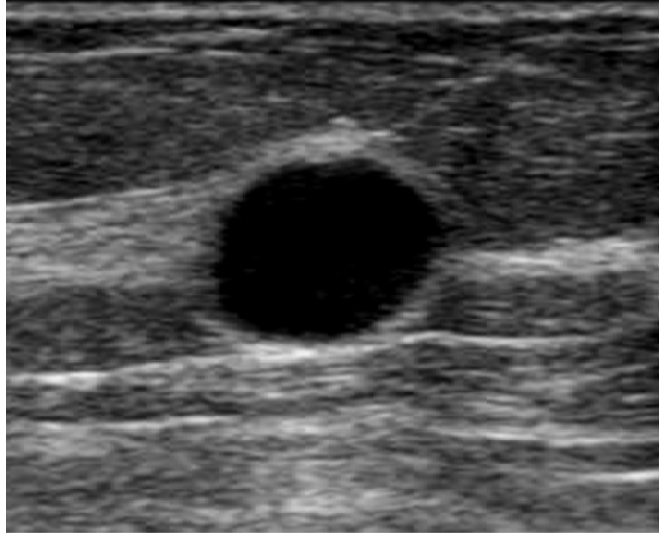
Ultrasonido: quiste simple; formación redonda, anecoica, con refuerzo acústico posterior, bordes definidos y halo hiperecogénico.
